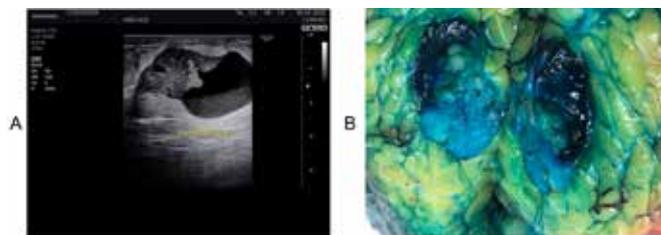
A. Ultrassonografia (nódulo irregular em região retroareolar de mama esquerda, sólido-cístico). B. Macroscopia da peça cirúrgica. Lesão nodular sólido-cística em homem de 67 anos.
